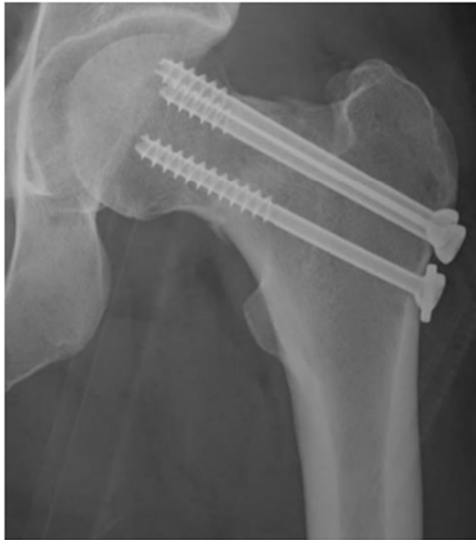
Radiografía simple de fémur en el postoperatorio inmediato.
